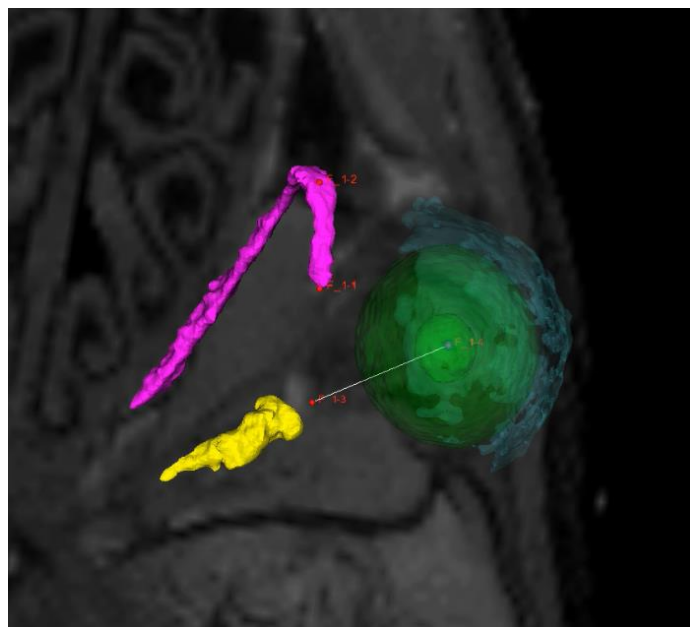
Vue supérieure montrant une coupe horizontale IRM 7 Tesla et la reconstruction 3D du muscle oblique supérieur (Fuchsia) et de l'œil ((bleu transparent : la cornée ; vert : le cristallin ; jaune : le nerf optique ; l'axe optique et représenté entre F1-3 et F1-4).
